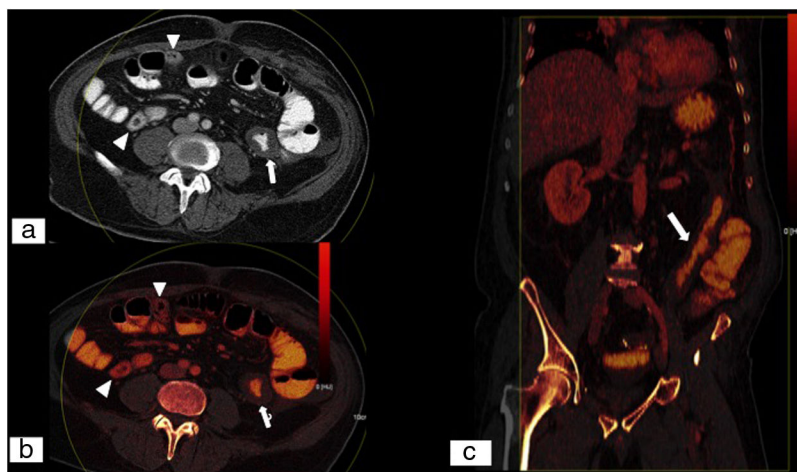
Colitis isquémica. Tomografía computarizada (TC) dual abdominopélvica con contraste intravenoso en fase portal y tras la ingesta de contraste oral. Imagen monoenergética obtenida con bajo kilovoltaje (70 KeV) en plano axial (A), mapa de yodo en plano axial (B) y reconstrucción MPR en plano coronal de mapa de yodo (C). A pesar de la dificultad para valorar la pared intestinal tras la toma de contraste oral, se aprecia una menor captación de contraste en la pared engrosada del colon descendente (flecha blanca) en comparación con la pared normoperfundida de las asas localizadas en flanco derecho (puntas de flecha blanca), en relación con colitis isquémica. Las imágenes monoenergéticas virtuales de bajo kilovoltaje aumentan la diferencia en la atenuación entre los segmentos isquémicos y no isquémicos en comparación con la TC convencional. (Imagen cedida por Marta Calvo Imirizaldu e Isabel Vivas Pérez. Servicio de Radiología de la Clínica Universidad de Navarra).
